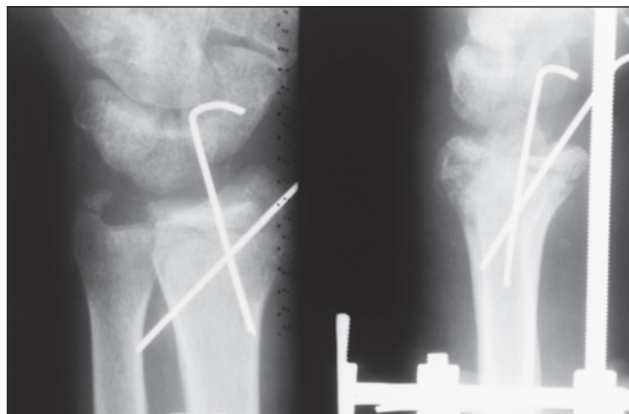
Фотовідбиток рентгенограми хворого К.: перелом Бартона після відкритої репозиції суглобової фасетки променевої кістки
